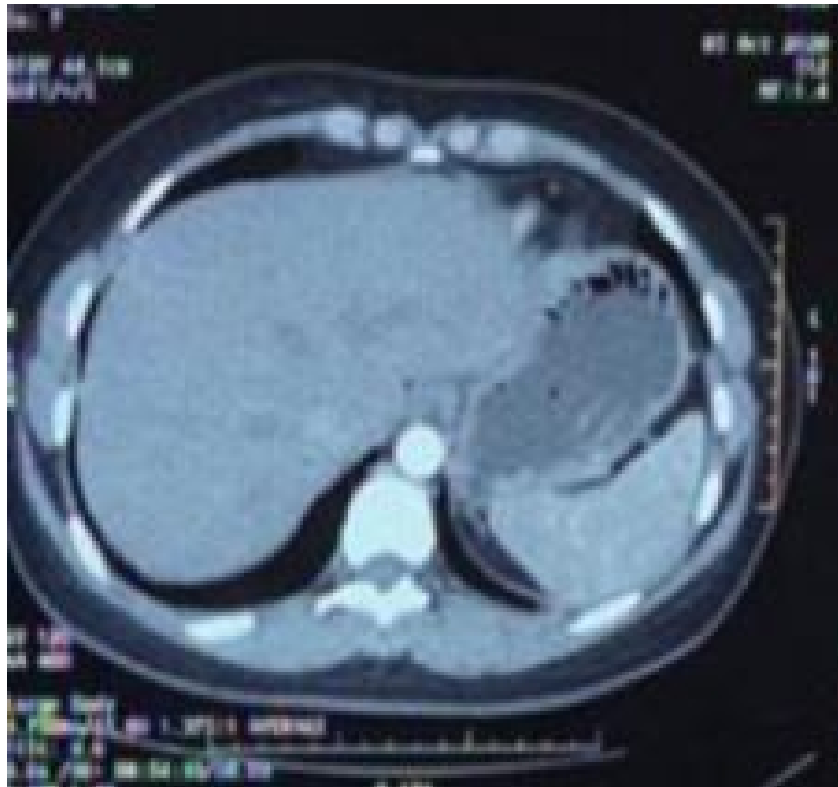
TDM abdominale montrant un aspect évoquant un CM[25].
